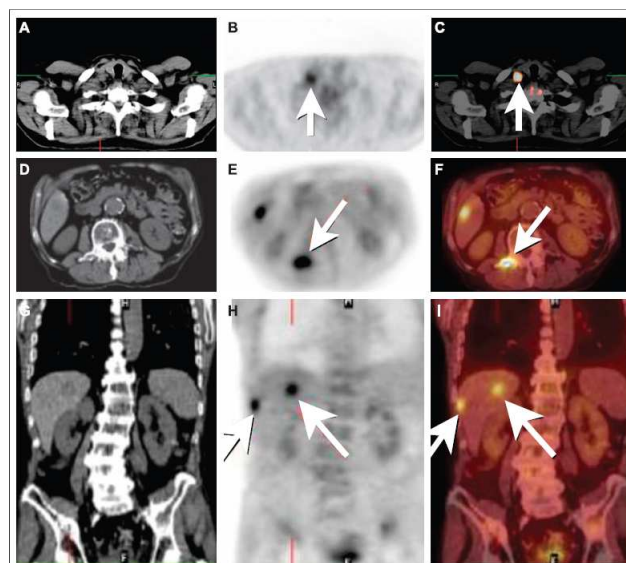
Exemple d'imagerie multimodale après marquage au ^{18}F -FDG. A, D et G: images CT. B, E et H: images TEP. C, F et I: images TEP/CT (51)
